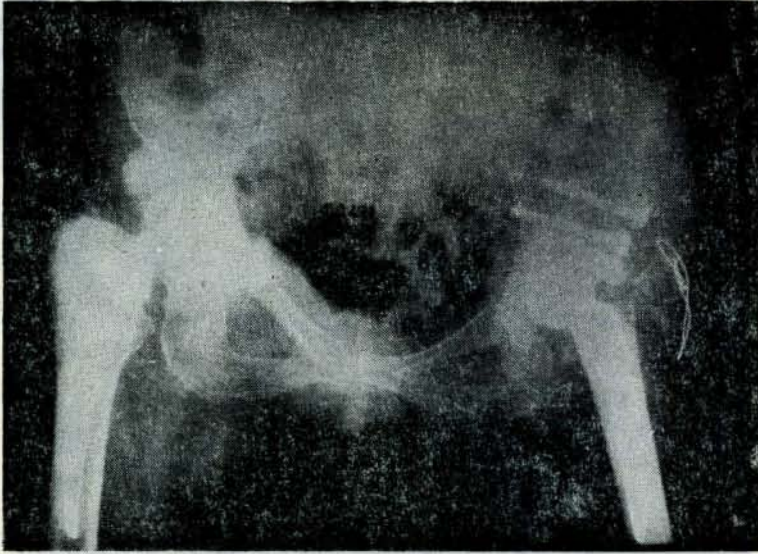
1 — 1 no.lu ogulun radyografisinde sol kalçanın ameliyat öncesi durumu görülüyor.
